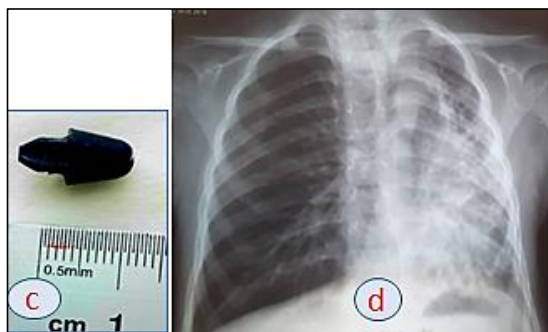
с- инородное тело (часть игрушки); d – рентген после бронхоскопии перед выпиской.
